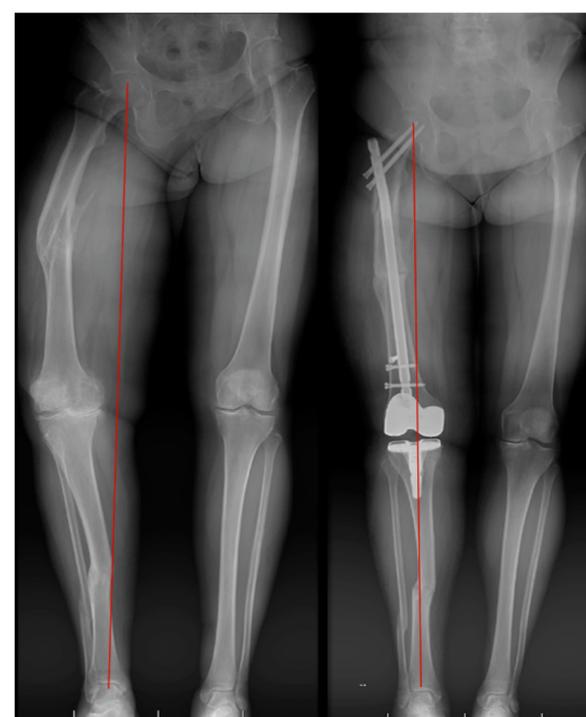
Telerradiografías pre y postoperatoria final
